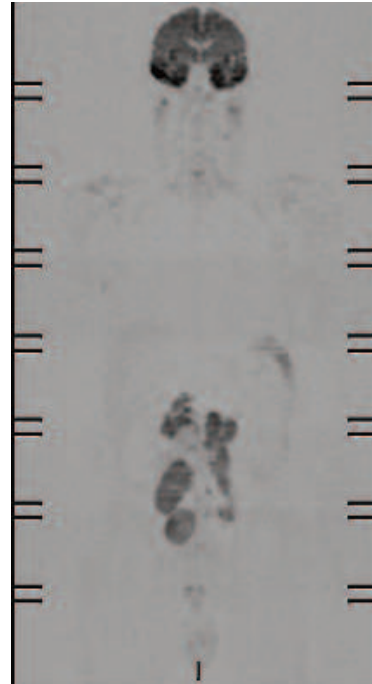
Immagine DWI whole-body coronale. L’esame whole-body conferma la linfadenopatia in sede paraortica sinistra, interaortocavale e lungo il decorso dei vasi iliaci.
